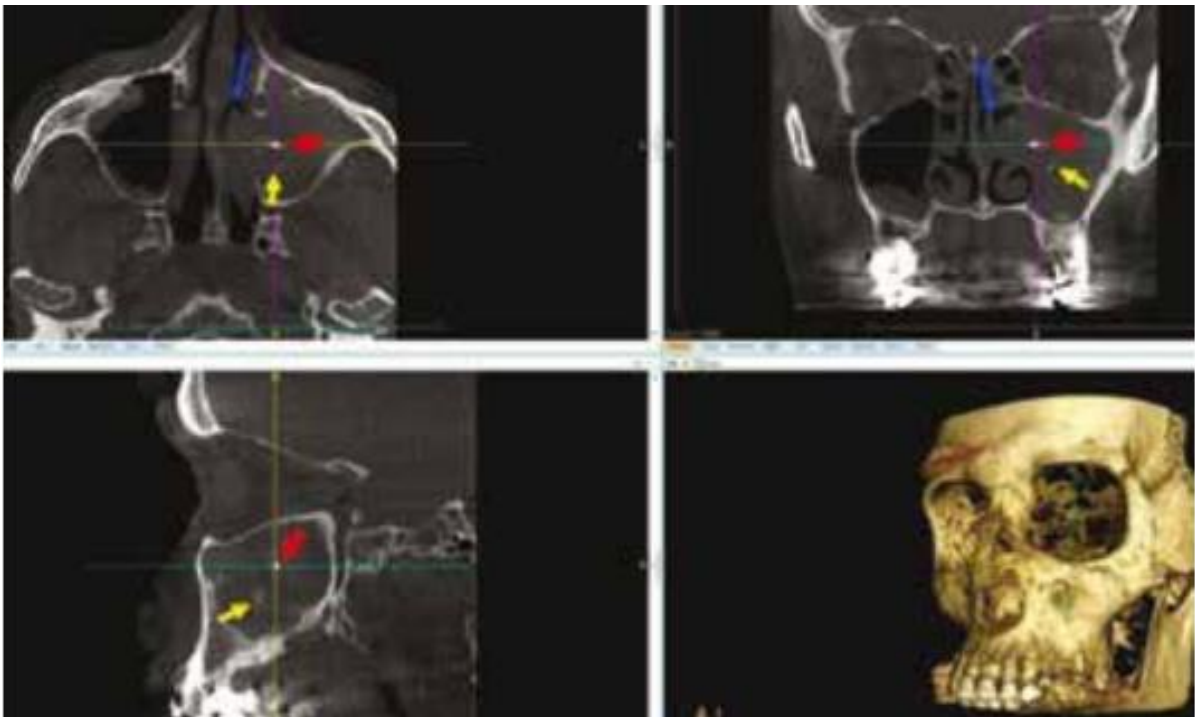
Images de CB-CT montrant une sinusite fongique invasive à *Aspergillus* : La truffe aspergillaire (flèches bleues) lyse la paroi interne du sinus et l'infundibulum en présence d'un aspergillome typique avec un matériau de comblement (flèches rouges) et des calcifications aspergillaires (flèches jaunes) [59]
